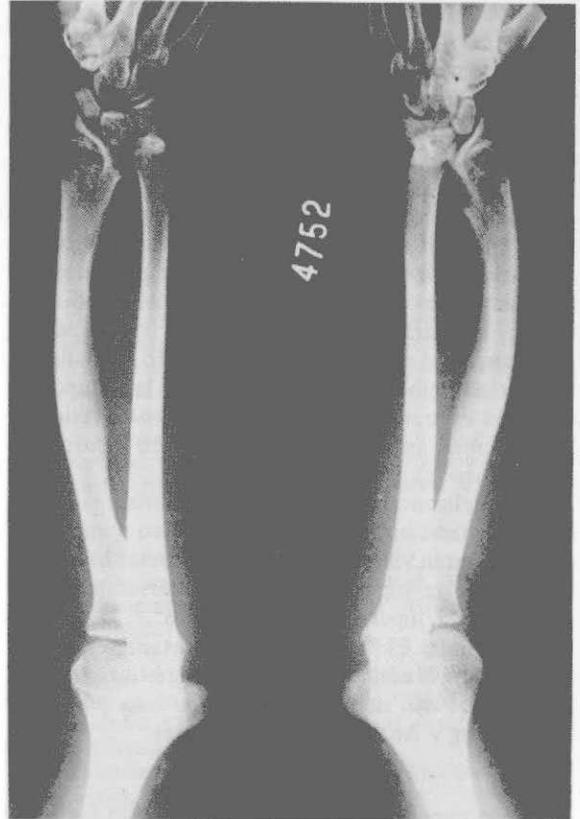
Radiografía de la paciente 2. Se observan todas las características de la deformidad de Madelung.
